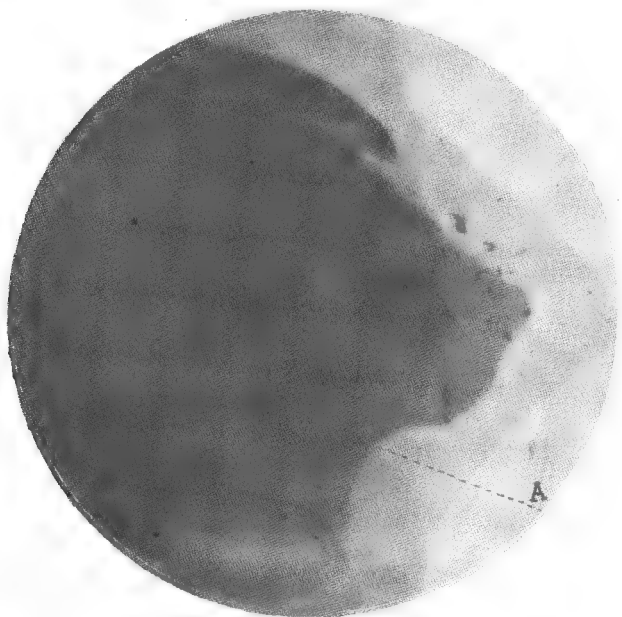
Radiographie de la fracture consolidée, représentée figure 12.
